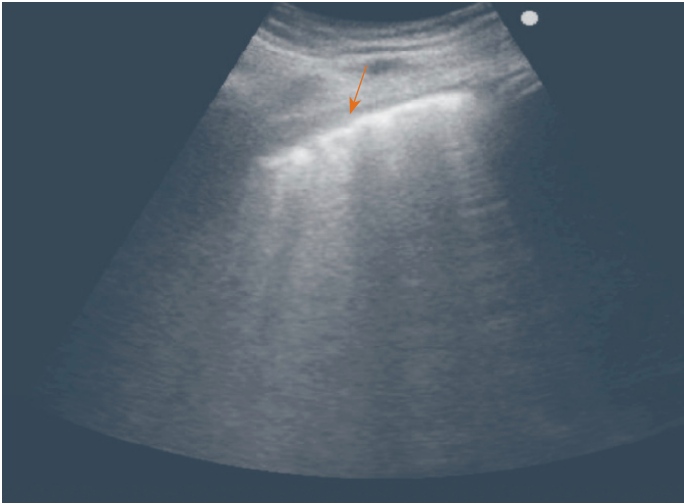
Ultrasonido pulmonar en el que se observa línea pleural (flecha) y líneas B, “colas de cometa” que se originan de la línea pleural, son hiperecoicas, bien definidas, borran las líneas A y se mueven junto con el movimiento pleural.
